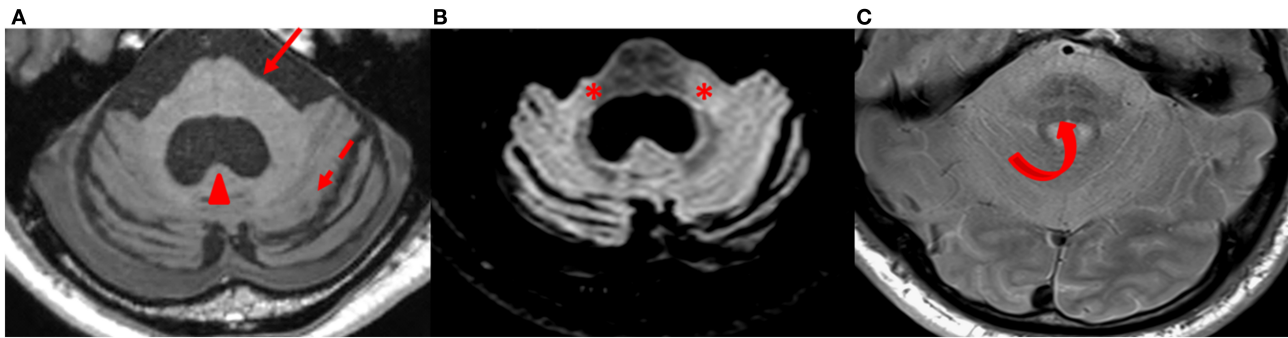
Findings in MSA-C patients. Axial T1-weighted (A), FLAIR (B), and proton density-weighted (C) images at the level of the pons and cerebellum in a patient with MSA-C. The pons (arrow) and the cerebellum (dashed arrow) are atrophic with an enlarged fourth ventricle (arrowhead) (A). Middle cerebellar peduncles are hyperintense on FLAIR images (*) (B). A “hot cross bun sign” is well visible in the pons (curved arrow) (C). MSA-C, cerebellar variant of multiple system atrophy.
